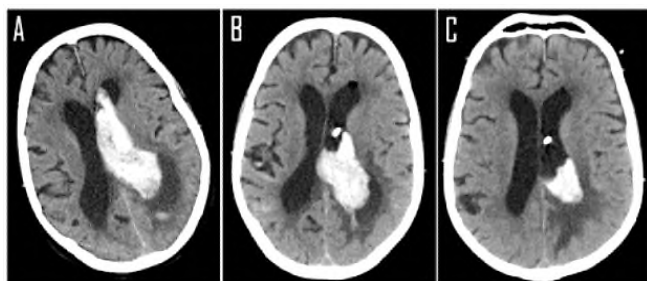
Внутривентрикулярное кровоизлияние. Диагностическая компьютерная томография [СосудиИнфо.ру]
